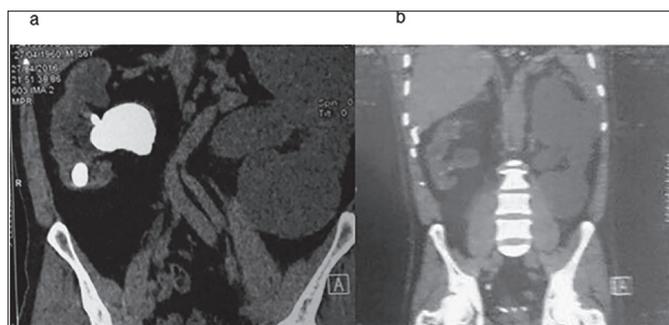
(a) Urotomografía prequirúrgica (corte coronal): litiasis piélica múltiple. (b) El mismo paciente de la foto 4 (a) Urotomografía en el control postquirúrgico sin litiasis residual
